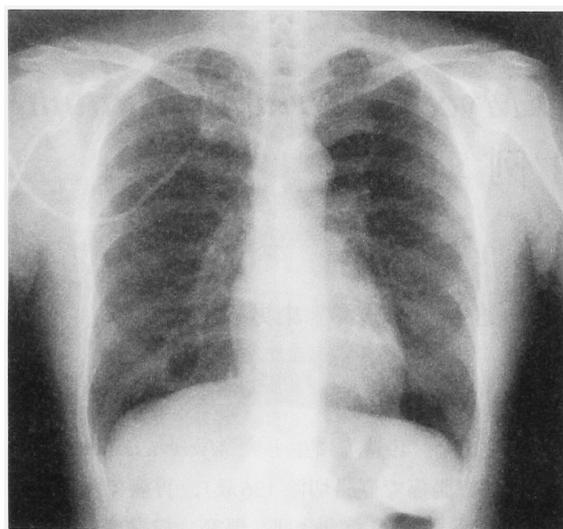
Chest radiograph on first admission (2004. 5. 19) showing a normal in both lung fields
